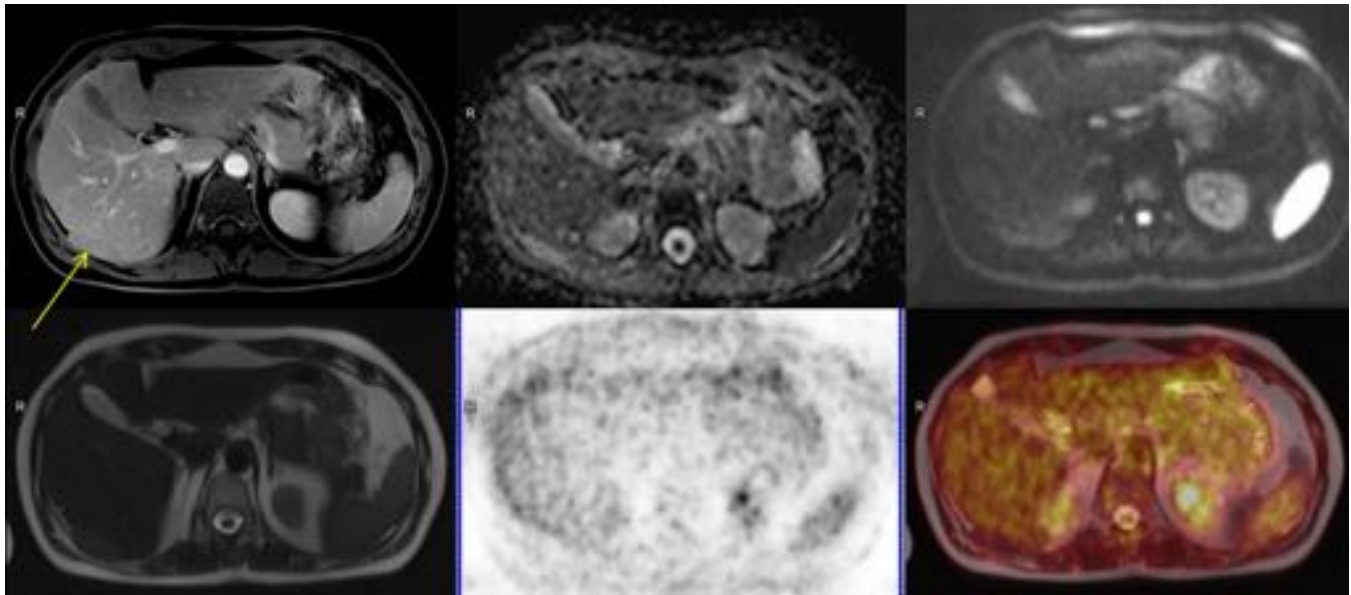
Paciente operado de carcinoma urotelial de bajo grado. Se solicita estudio de PET-RM por recidiva vesical y dudas en afectación ganglionar. Lesión perihepática homogénea bien delimitada, levemente hipointensa al hígado en el estudio postcontraste iv., sin restricción en difusión, levemente hiperintensa al hígado en T2, sin captación en PET, sin criterios de malignidad, probable hematoma. Arriba: T1 FS postcontraste iv., mapa ADC y difusión con $b=1000$. Abajo: HASTE T2, PET y fusión de ambos.
